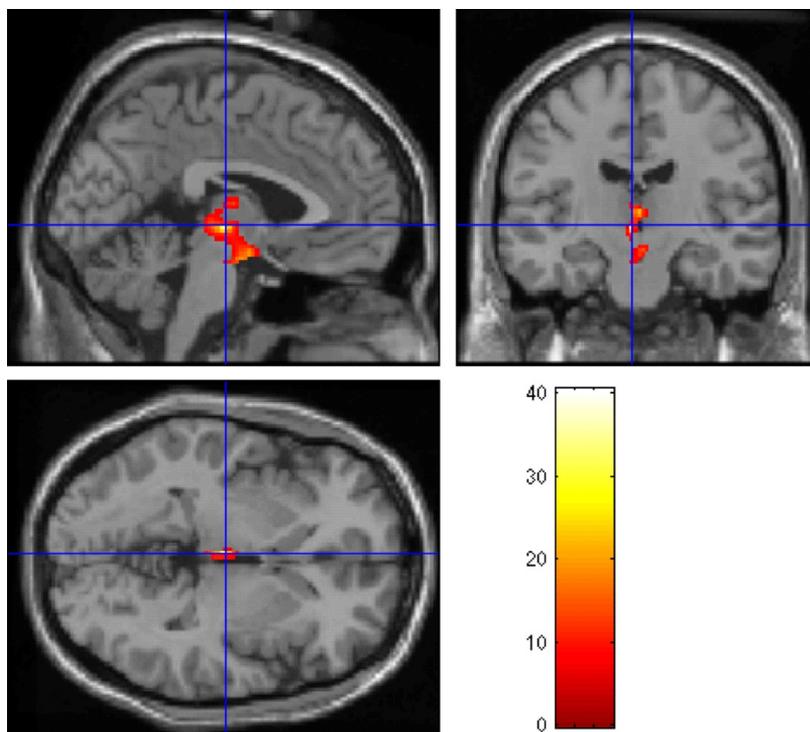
Metabolismo de la glucosa en cerebros de voluntarios humanos utilizando tecnología PET, que fueron iv perfundidos con o sin GLP-1 (0,75 pmol/Kg de peso corporal) durante 30 minutos. La distancia entre ambas pruebas fue de 6 meses, las cuales fueron proyectadas en diferentes planos de una MRI cerebral. Las imágenes obtenidas por PET fueron significativamente sensibles a la administración del péptido.. En efecto GLP-1 redujo significativamente ($P < 0.001$) el metabolismo cerebral de glucosa en el hipotálamo y tronco cerebral cuando se comparó con los datos obtenidos en los voluntarios sin la administración del péptido.
